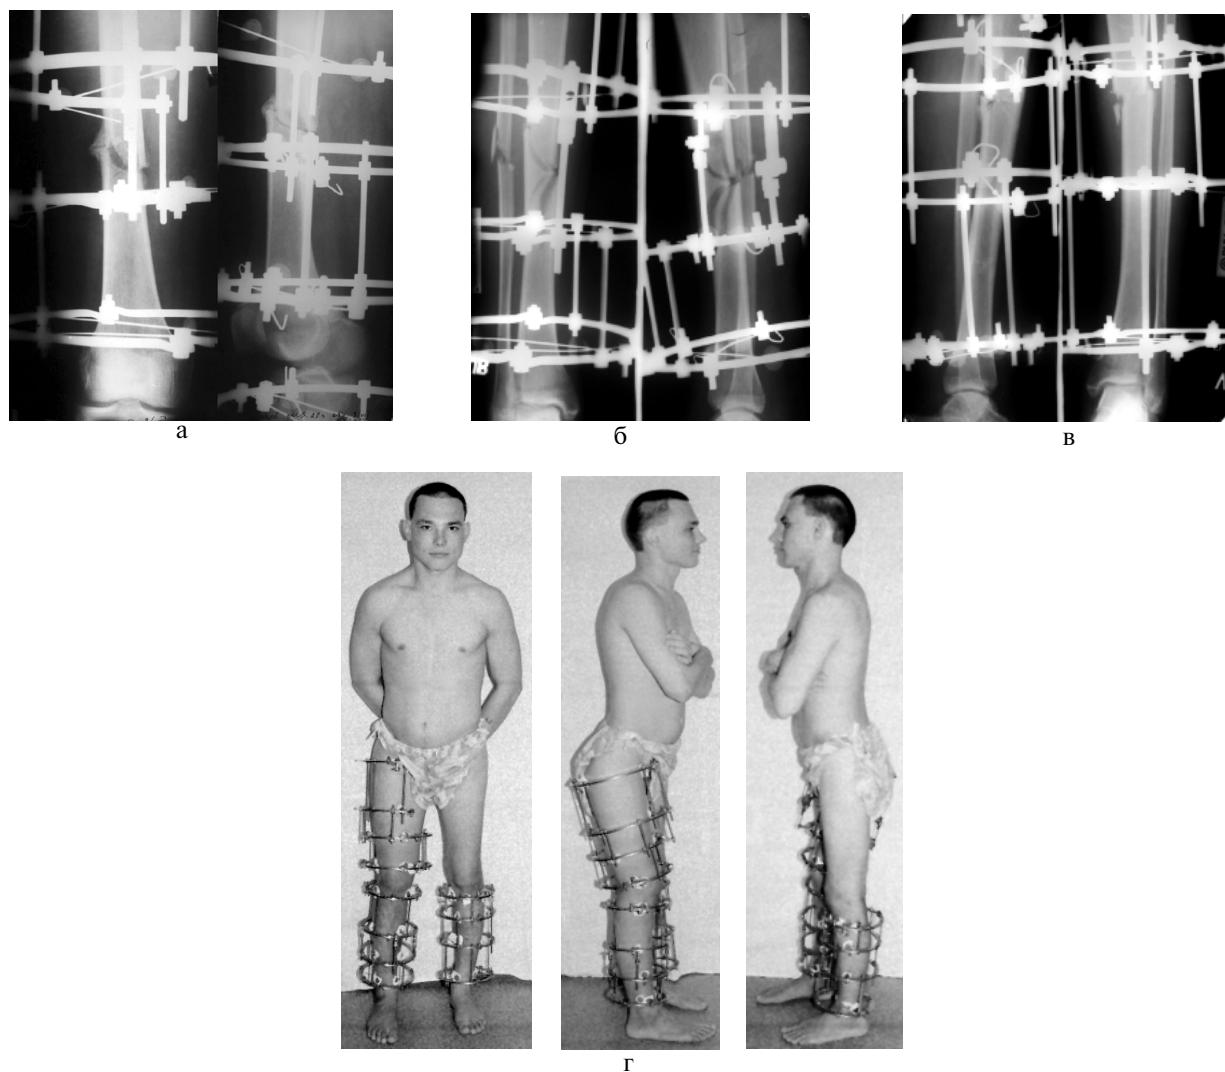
Рентгенограммы и внешний вид больного П., 23 лет, после остеосинтеза: а – правое бедро; б – правая голень; в – левая голень; г – внешний вид.
